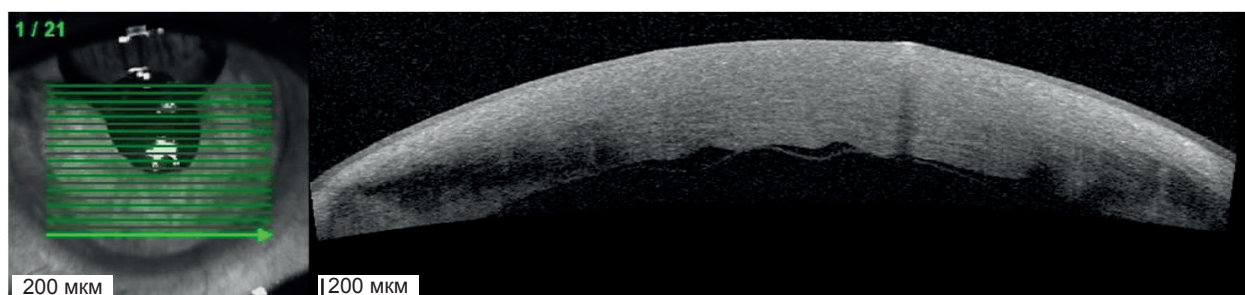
Изображение роговицы через 3 дня после DMEK (оптическая когерентная томография). Диагностический десметотрансплантат.
